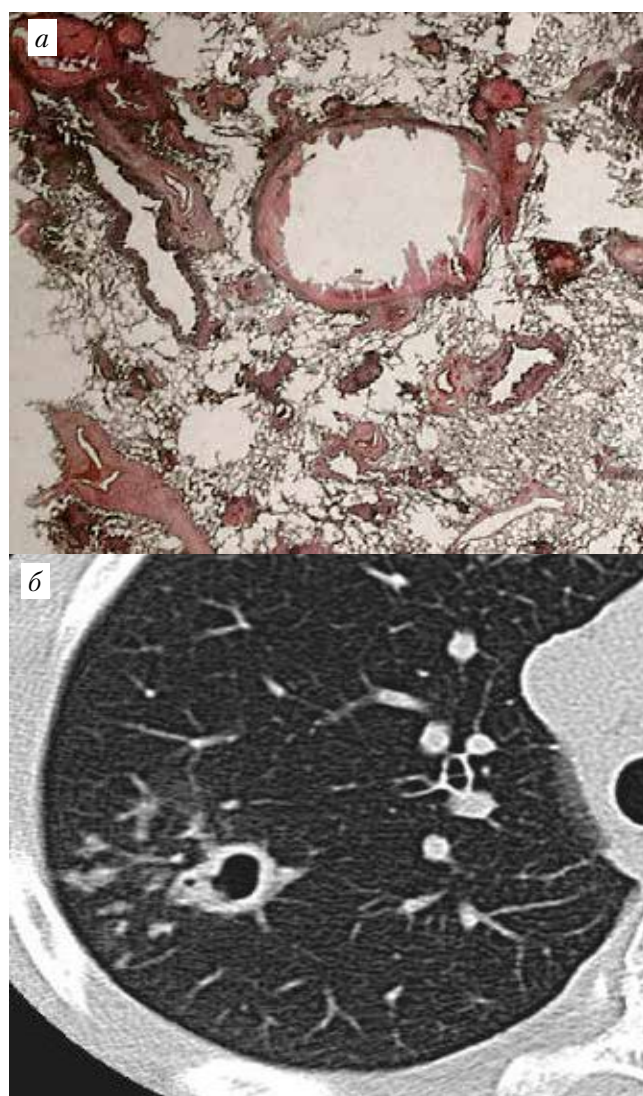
а, б. Каверна из очага капсулированного казеоза в верхней доле правого легкого: а – гистотопограмма, б – КТ
